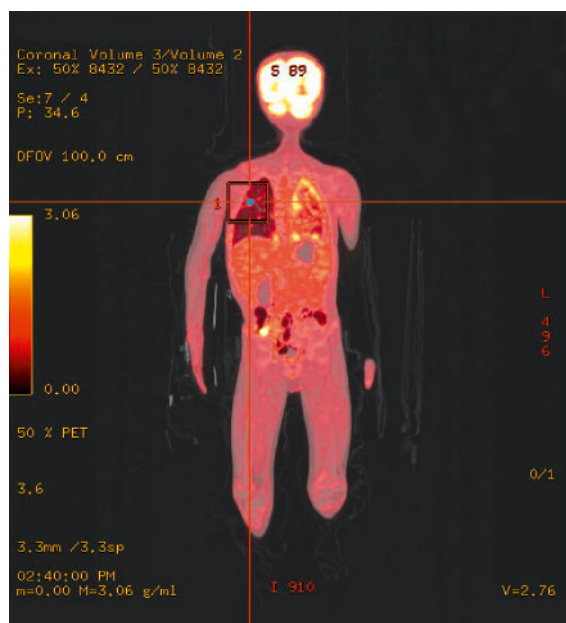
Positronen-Emissions-Tomographie(PET)-CT. Pathologische Fluordesoxyglukose(FDG)-Aufnahme entlang der gesamten Pleura links mit begleitendem Pleuraerguss, multiple pulmonale Rundherde bds. Kein Hinweis auf Fernmetastasen.
